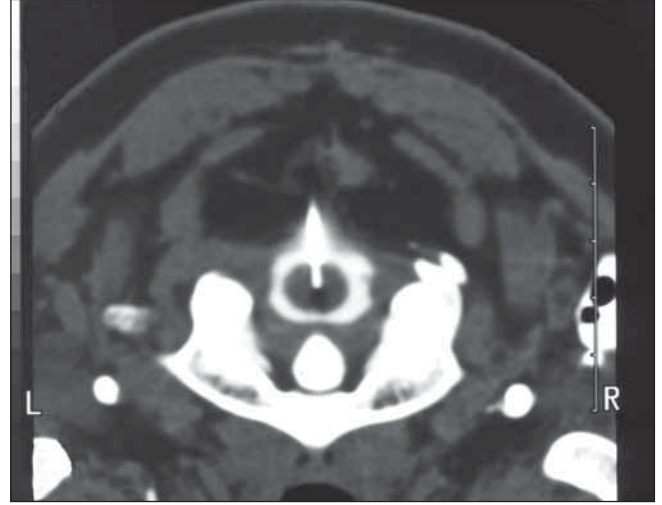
Occiput-C<sub>1</sub> aralığında CT-eşliğinde Kanpolat kanülünün ideal lokalizasyonu.
